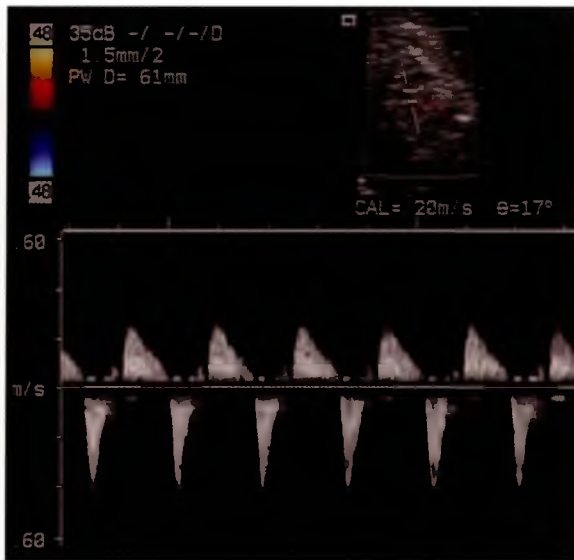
окончание (В) Исследование с помощью импульсно-волновой доплерэхокардиографии подтверждает двунправленный поток в легочной артерии. Антеградный кровоток регистрируется выше изолинии, ретроградный кровоток — ниже изолинии. ПС — позвоночный столб.
